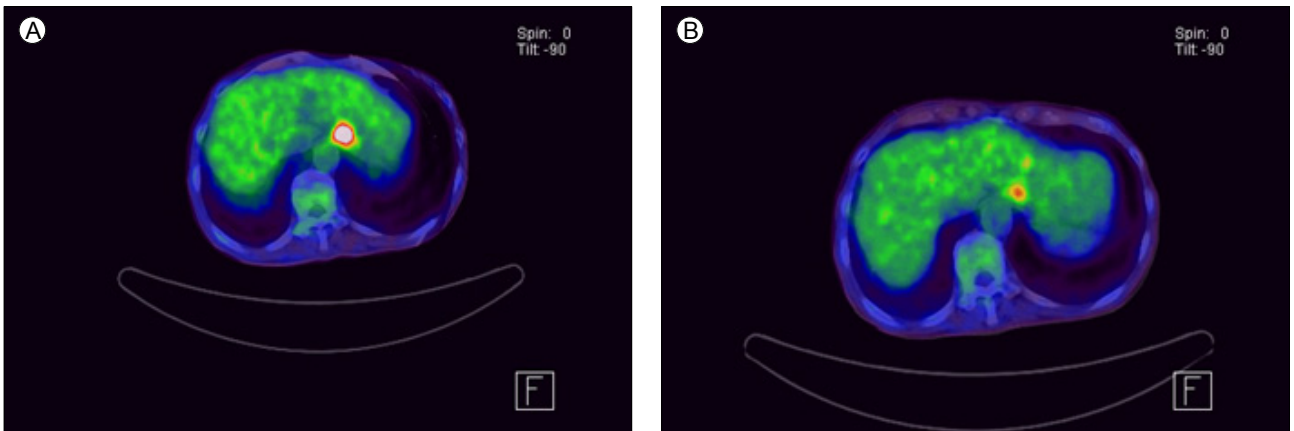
Positron emission tomography/computed tomography findings. (A) Hypermetabolic lesion (SUVmax, 9.3) is observed at the esophagogastric junction at baseline. (B) After treatment, the intensity of flurodeoxyglucose uptake decreased (SUVmax, 3.4), indicating a partial metabolic response. SUV, standardized uptake value.
